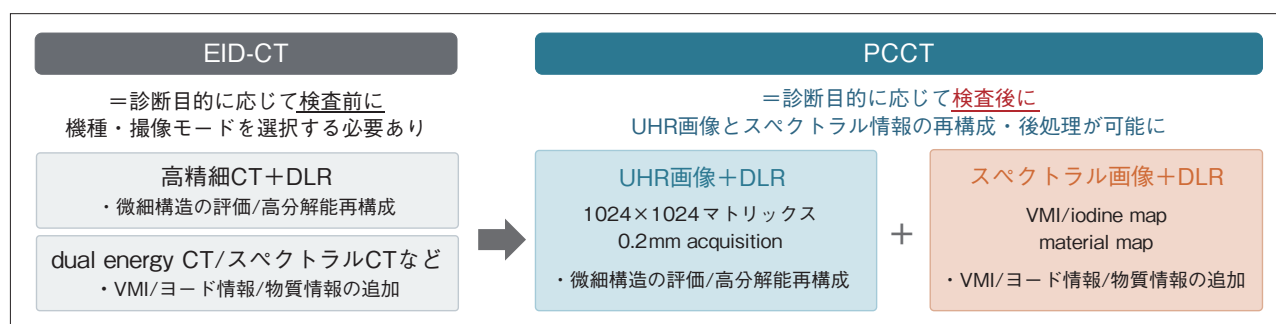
EID-CT から PCCT への変化の概念図
